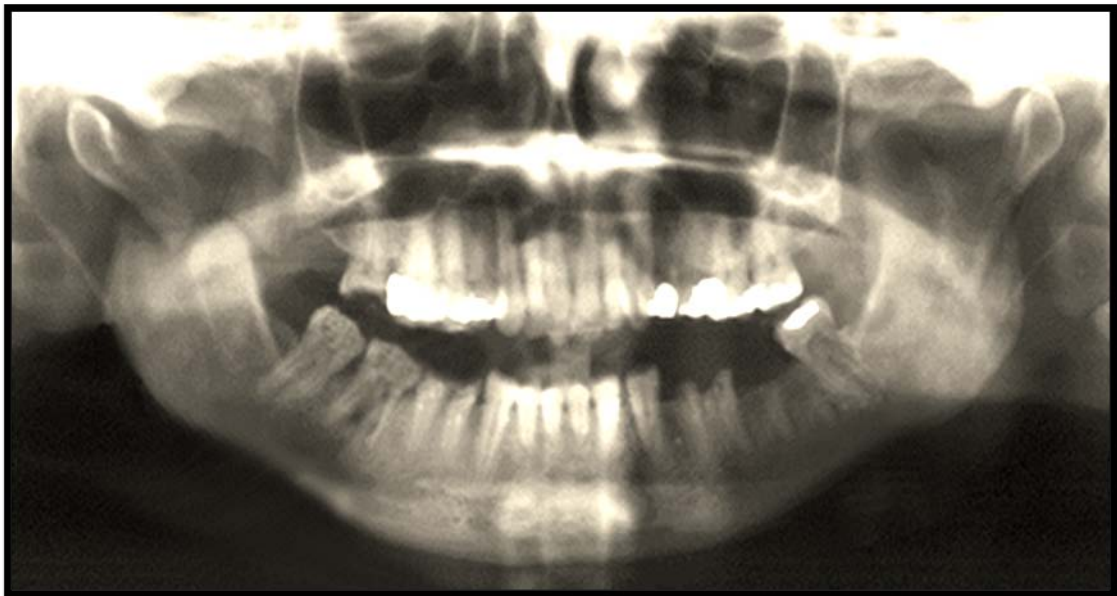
Orthopantomogramme montrant une fracture sous condylienne basse bilatérale (Iconographie du service de chirurgie Maxillo-faciale HMA (hôpital militaire Avicenne)
